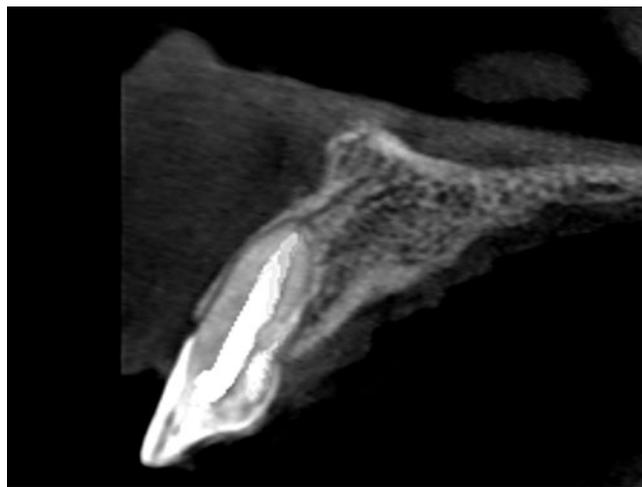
B: CBCT: Corte transversal.
